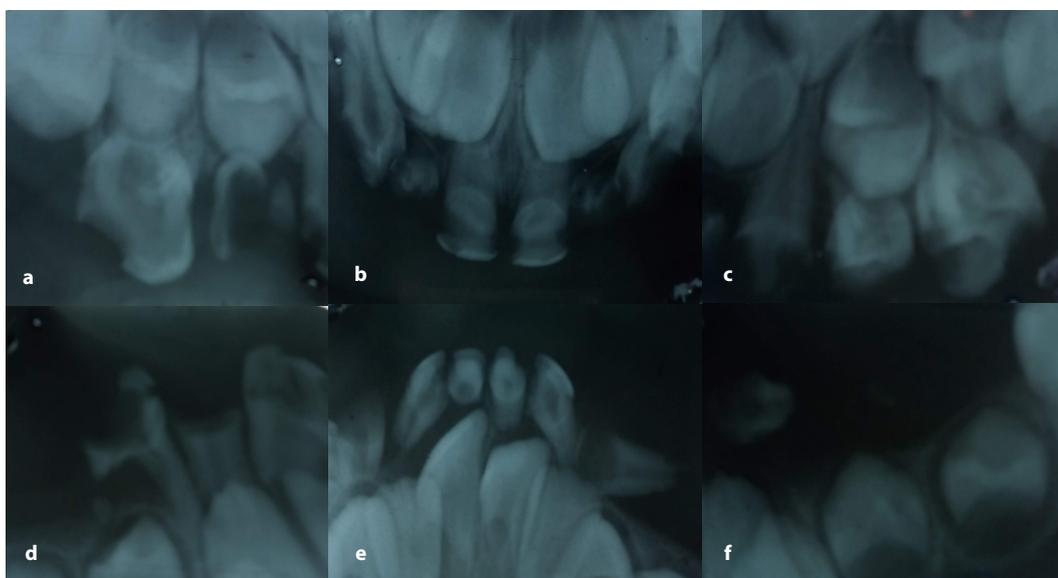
Radiografías dentales periapicales de diagnóstico del paciente antes de iniciar el tratamiento odontológico. 2a. Restos radiculares del 5-4, 5-3, 5-5 con áreas radiolúcidas. 2b. 5-1 y 6-1 con áreas radiolúcidas. 2c. 6-4 con áreas radiolúcidas. 2d. Cuadrante inferior derecho que presenta 7-4. 2e. Área dental anteroinferior. 2f. Se evidencian 8-4 y 8-5 y la posición del canino inferior izquierdo.
